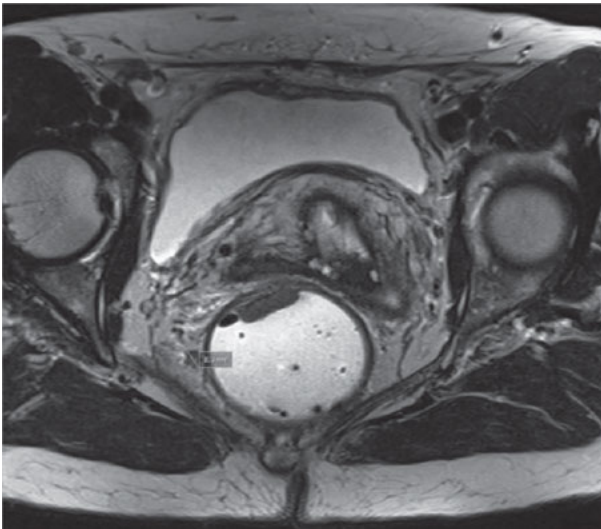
Staging-MRT derselben Patientin mit tiefsitzendem Rektumkarzinom und metastasensusppektem mesorektalem Lymphknoten rechts mit irregulärer, lobulierter Berandung und einem Durchmesser > 5 mm, somit MR-morphologisch V. a. N1-Kategorie.
